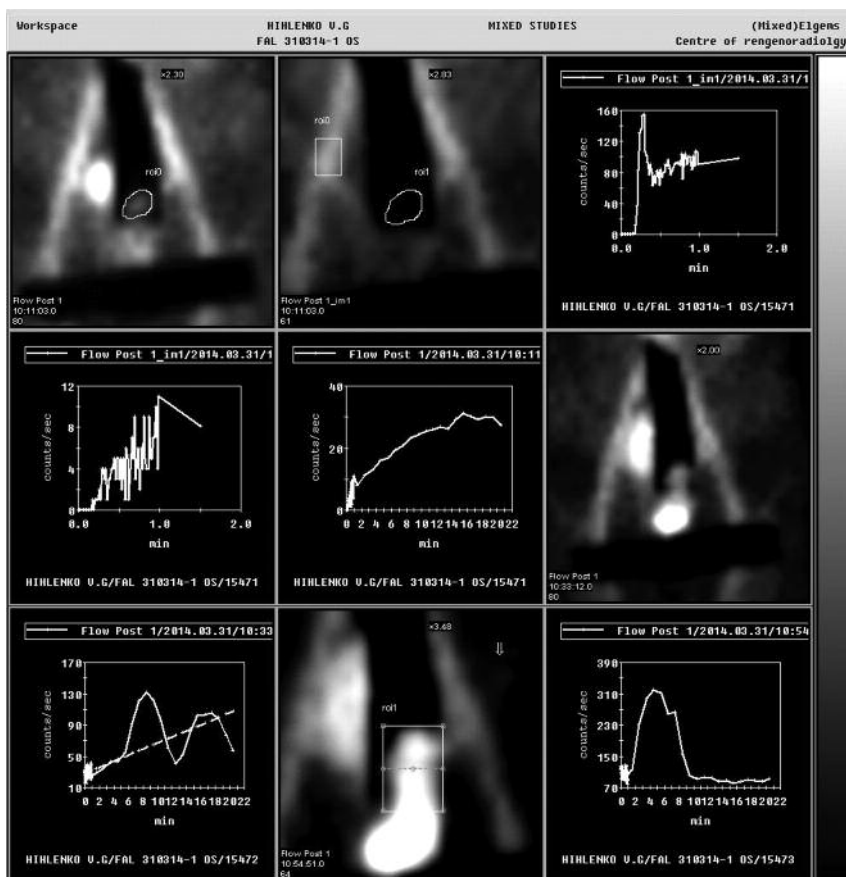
Фаллосцинтиграфия: магистральный приток к половому члену не нарушен; замедление кровенаполнения на уровне микроциркуляции (указано стрелкой)
